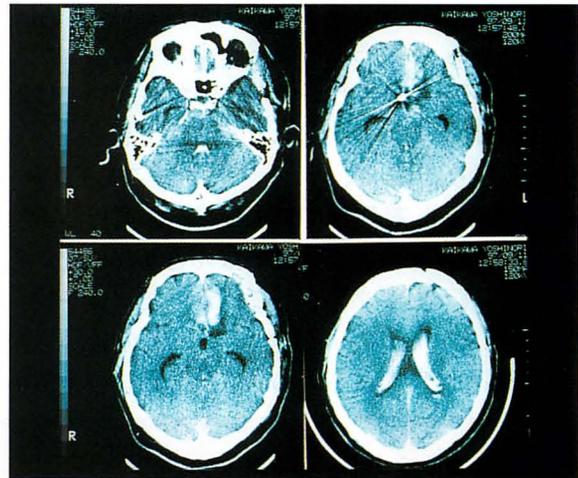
CT では大脳半球間裂および脳底部クモ膜下槽に出血が認められる。
